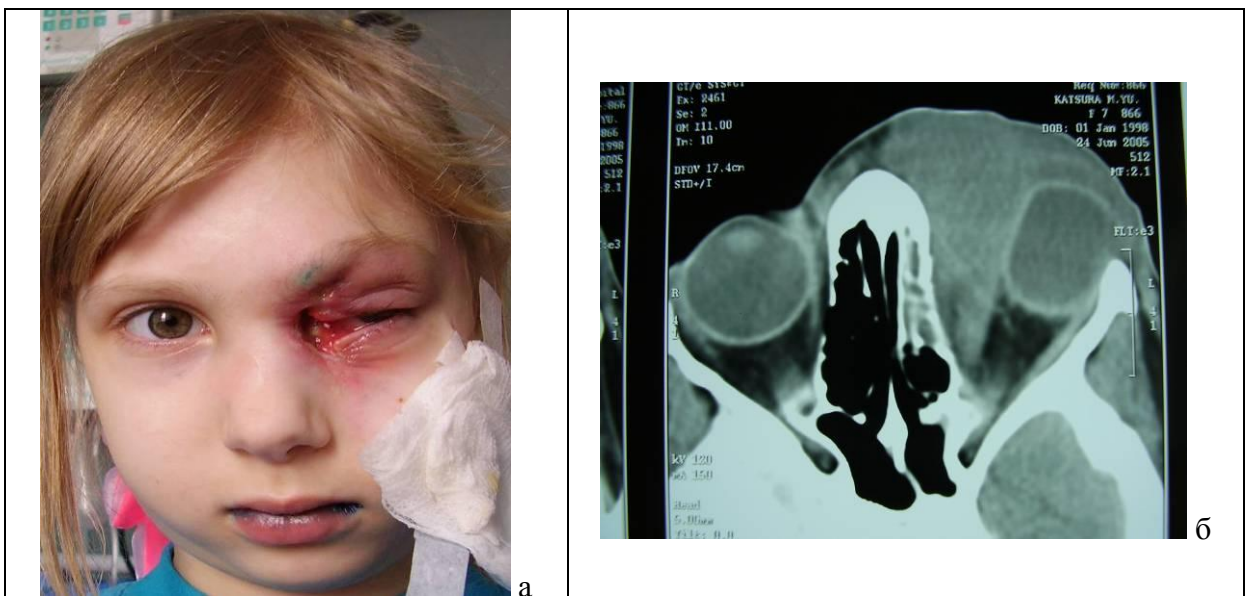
Хвора К., 6 р. Діагноз: злоякісна серединна гранульома обличчя: а – загальний вигляд; б – томограма кісток лицевого і мозкового відділів черепа
